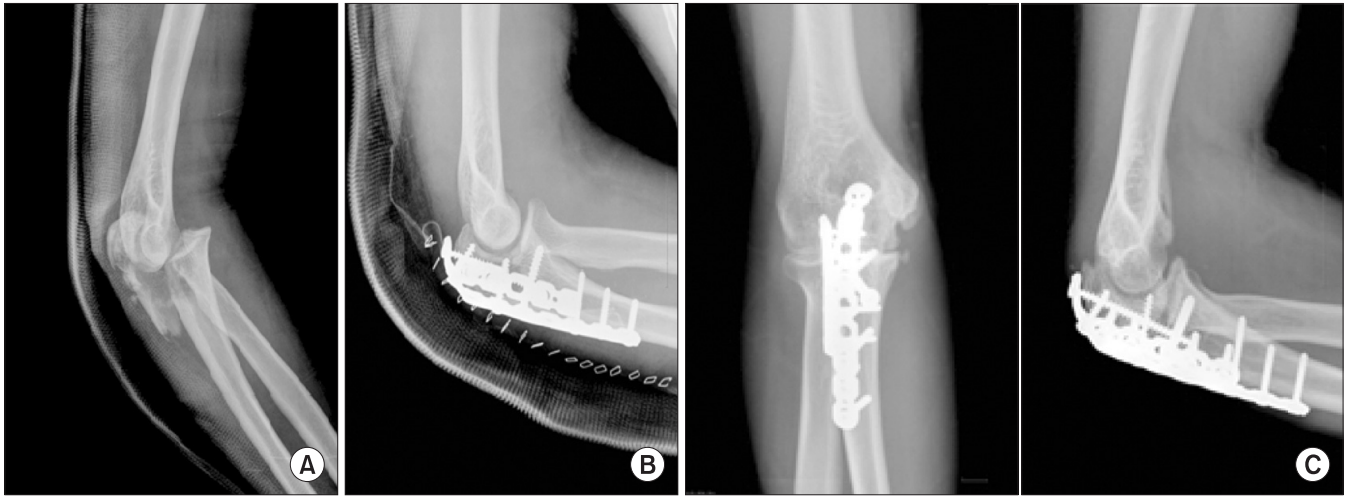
(A) Preoperative simple radiograph shows Mayo type IIIB olecranon fracture. (B) The fracture was fixed by double plates internally. (C) At 12 months after surgery, follow-up radiographs show rigid fixation.
